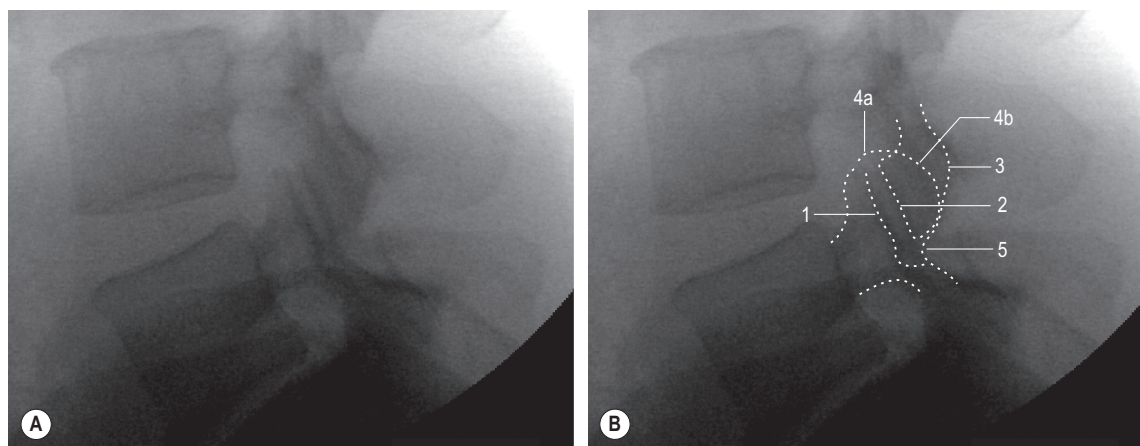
Grossissement de radiographies latérales d'une articulation zygapophysaire L4–L5. *A* : De multiples lignes sont visibles dans la région de l'articulation. *B* : Les multiples lignes dans la région de l'articulation ont été identifiées et marquées. Les lignes 1 et 2 représentent les bords articulaires du compartiment ventral de l'articulation. La ligne 2 est continue avec la ligne 3 qui représente le contour du processus artulaire inférieur de L4. La ligne 4a représente le bord céphalique du processus artulaire supérieur de L5. Elle est continue avec la ligne 4b qui représente le bord dorsal du processus artulaire supérieur et qui devient continue avec la lame sur la ligne 5.
